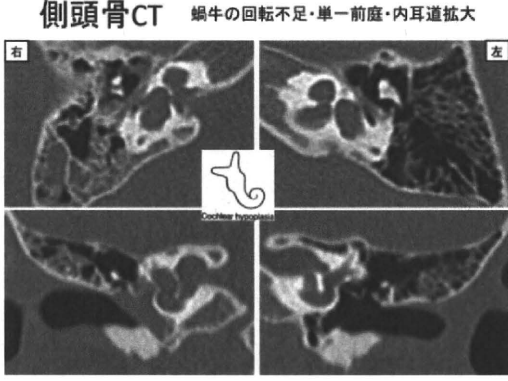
細菌性髄膜炎の反復、術中の髄液漏が制御困難だった症例の側頭骨 CT 画像。蝸牛・前庭の低形成が見られる(図5の症例より軽度の奇形)。
